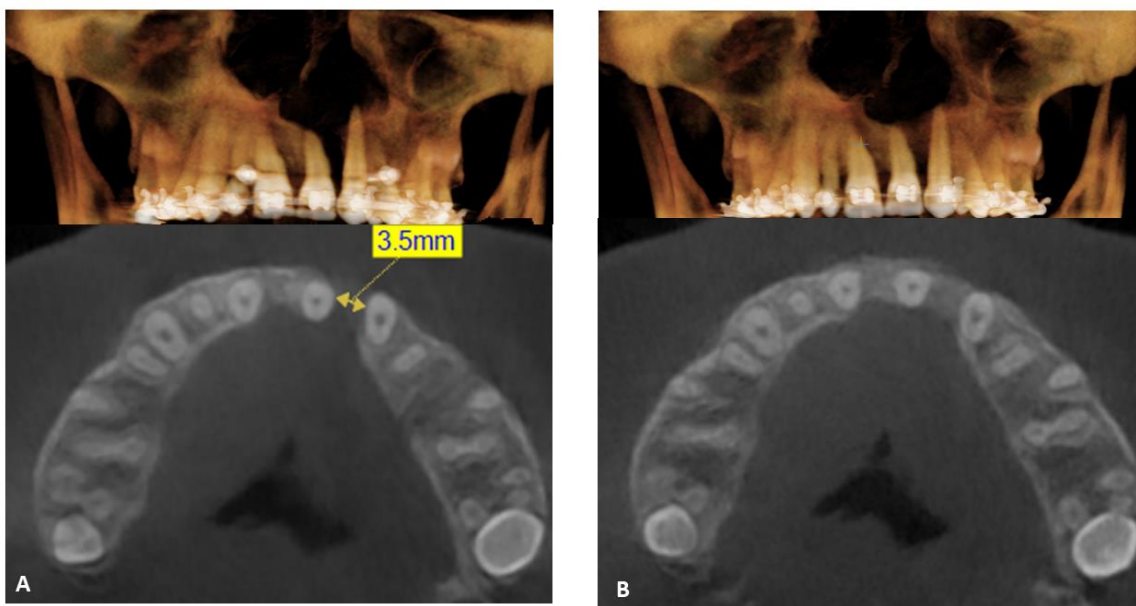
Vista frontal 3d y corte axial de CBCT posterior a transportación y previo a injerto. (A). Vista frontal 3d y corte axial 4 meses posterior a injerto (B).
